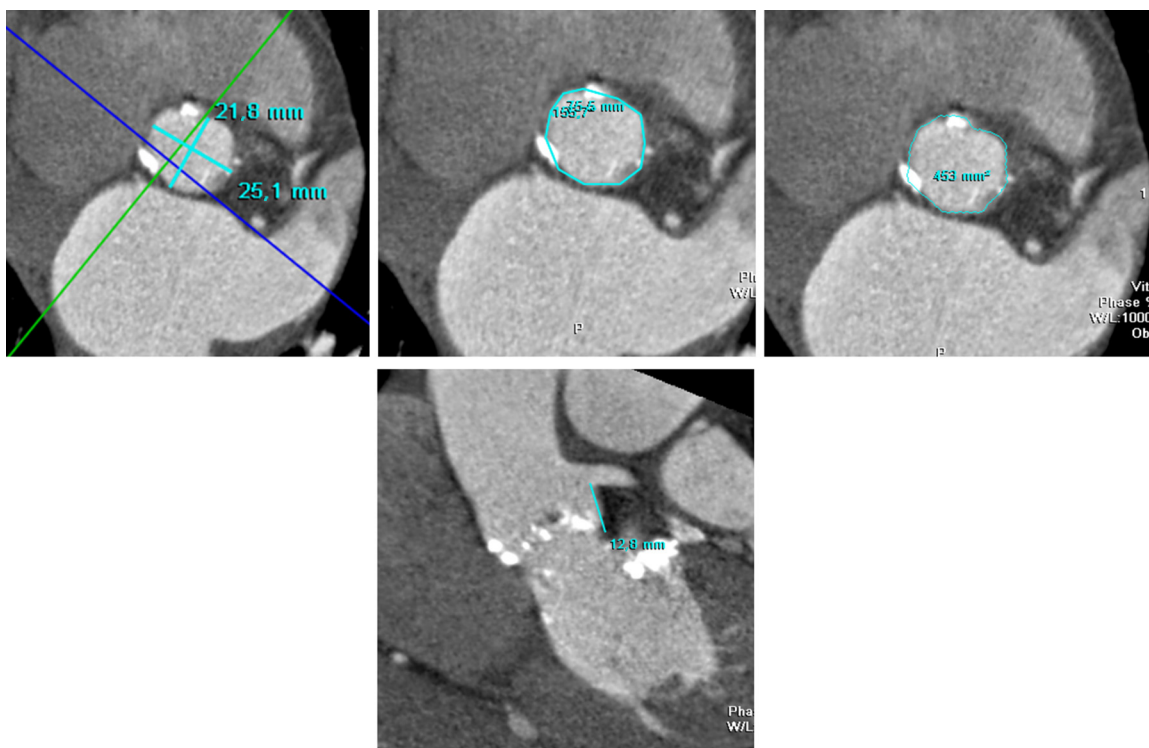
Estudio de TC cardiaca previo a implante de prótesis percutánea. Se miden diámetro máximo, mínimo, perímetro, área y distancia a los ostium coronarios. La TC es una técnica precisa y reproducible en el estudio del anillo aórtico.
